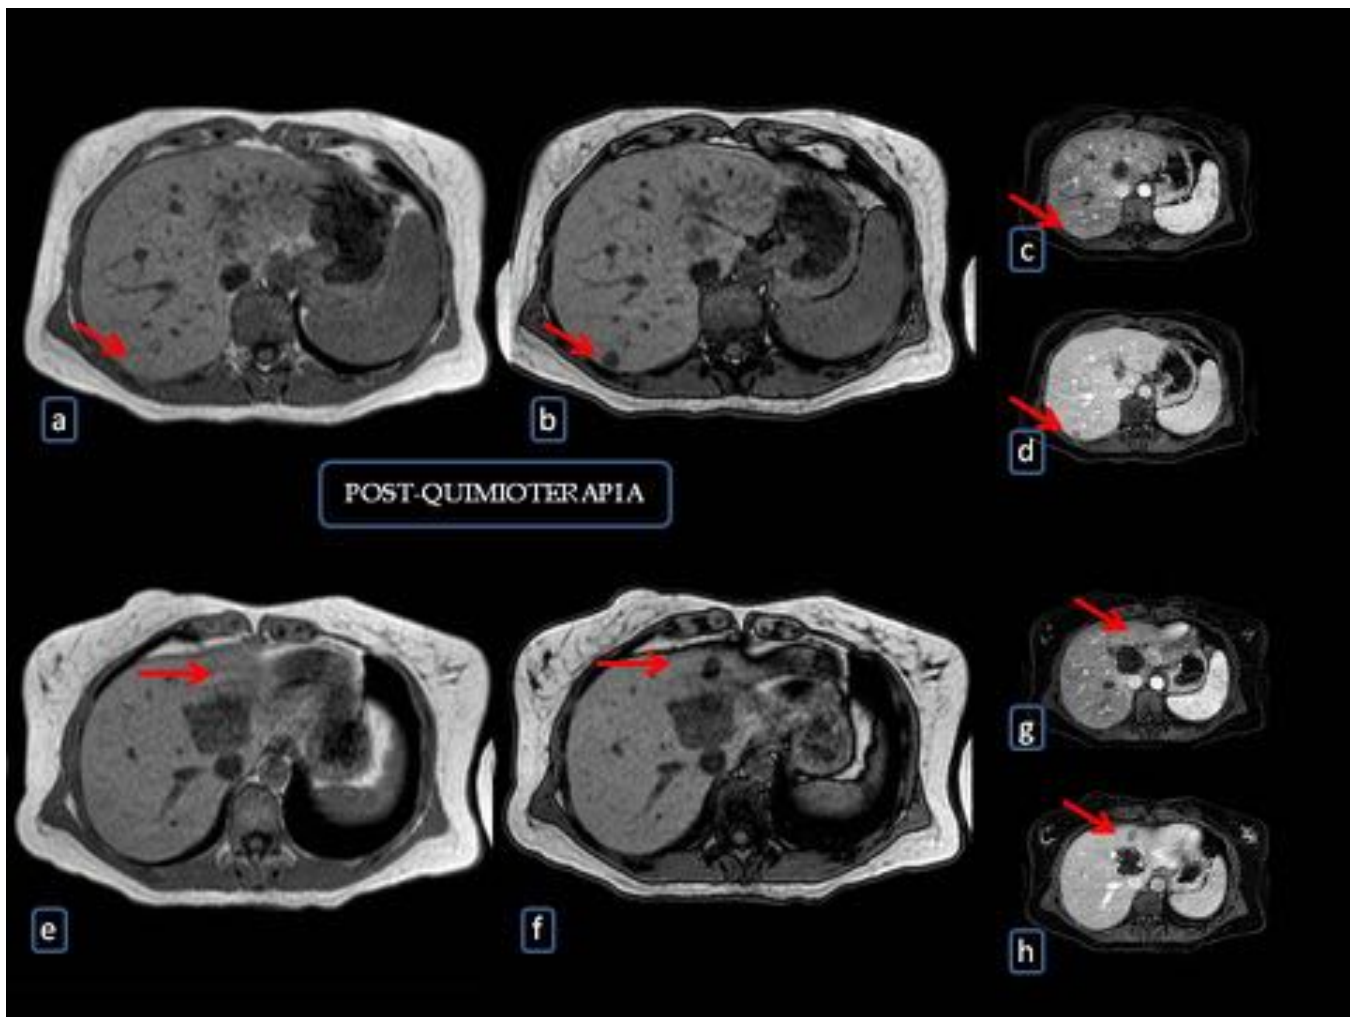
FIGURA 5: (a, b, e y f) SECUENCIA AXIAL T1 EN FASE Y FUERA DE FASE DONDE SE EVIDENCIAN FOCOS NODULARES CON CAIDA DE SEÑAL EN T1 FUERA DE FASE. (c, d, g y h) SECUENCIA AXIAL T1 FAT-SAT TRAS GADOLINIO IV EN FASE ARTERIAL (c y g) Y FASE PORTAL(d y h) LAS LOES HEPATICAS MUESTRAN ESTRUCTURAS VASCULARES A SU TRAVES EN FASE ARTERIAL PERMANECIENDO HIPOINTENSAS RESPECTO AL PARENQUIMA EN FASE PORTAL. HALLAZGOS SUGESTIVOS DE ESTEATOSIS NODULAR MULTIFOCAL.
